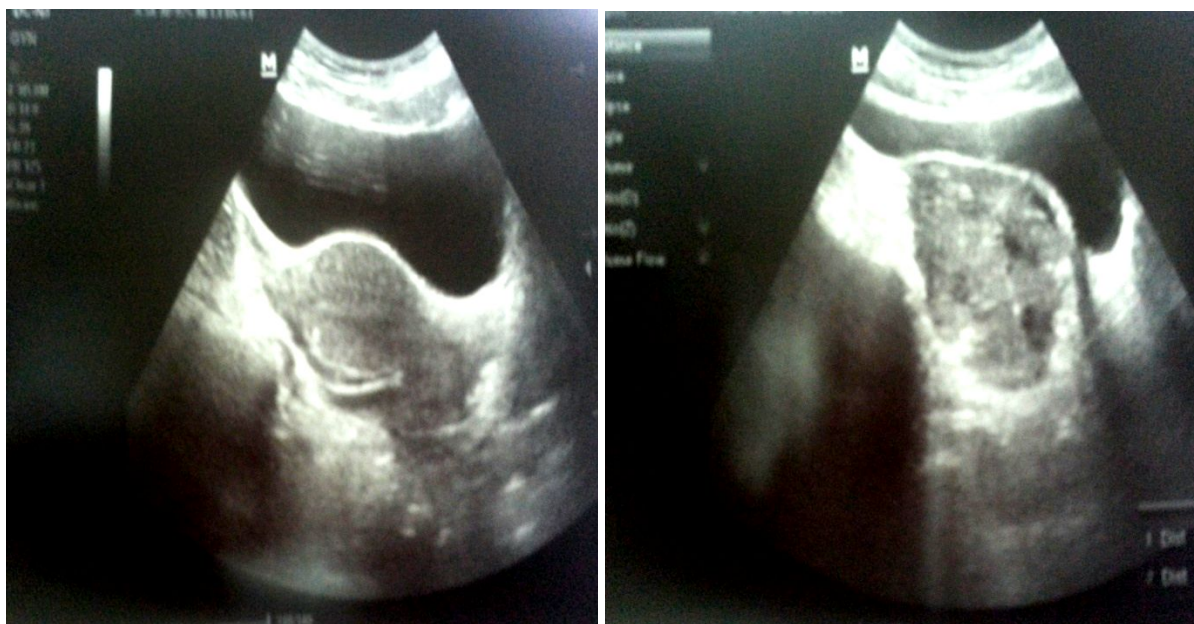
Aspect échographique d'une masse latéro-utérine avec un utérus vide
